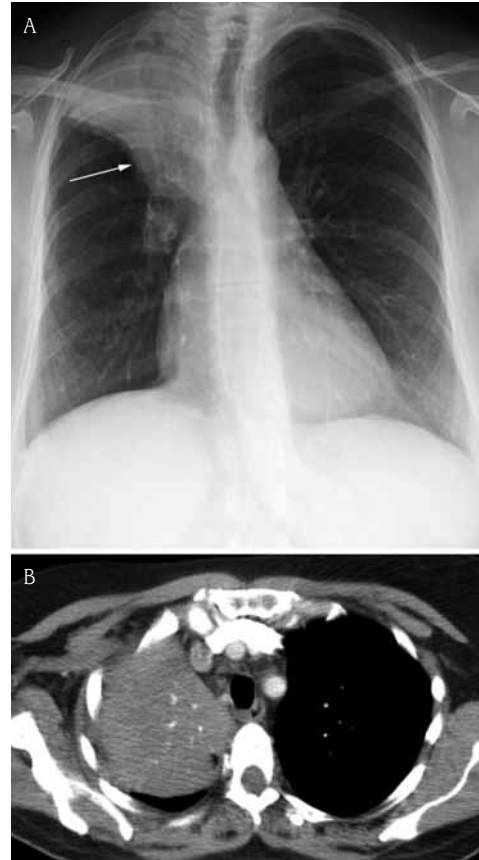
Carcinoma epidermoide en un paciente fumador de 50 años. A) La radiografía de tórax muestra una consolidación del lóbulo superior derecho con pérdida de volumen y masa hiliar que origina una "S de Golden" (flecha). B) La TC confirma la masa y consolidación. La fibrobroncoscopia reveló una masa endobronquial obstruyendo el bronquio del lóbulo superior derecho.
